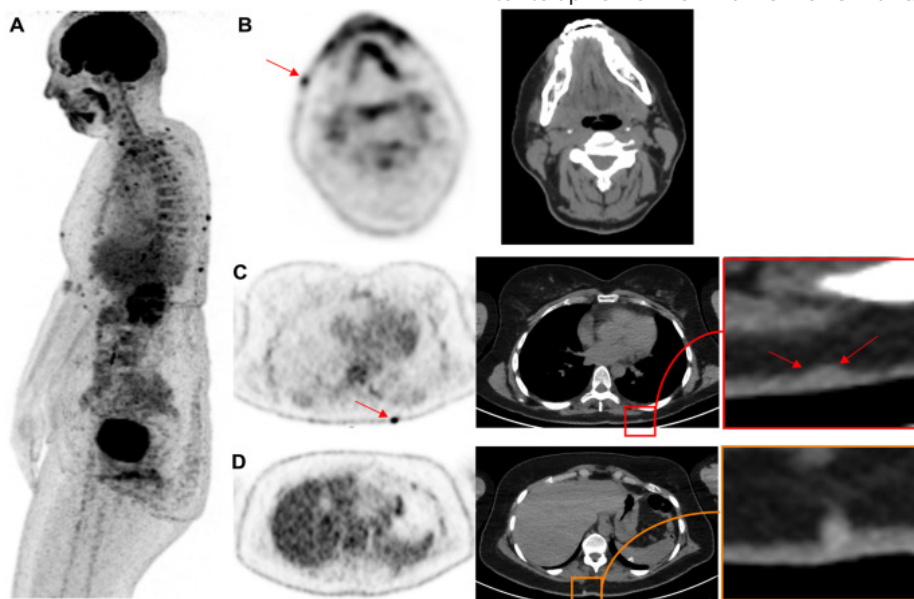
Gruaja 44-vjeçare, e referuar për stadifikim fillestar për melanomë të mëparshme në faqen e majtë. Paneli A tregon pamjen anësore të MIP. Vatra të shumëfishta nënlëkurore 18 F-FDG mund të shihen në fytyrë (B) dhe në trung (C), të gjitha të vendosura afër vijës së mesit që lidhen me dermoepidermitin. Këto mund të ngatërrohen me metastaza nënlëkurore pa korrelacion klinik. Vlen të përmendet se shihen edhe disa leziona cistike jo 18 F-FDG (D). Cistet dhjamore dhe leziona të tjera beninjë të dukshme në CT korrelative zakonisht diagnostikohen lehtësisht me ekzaminim klinik. (1)
